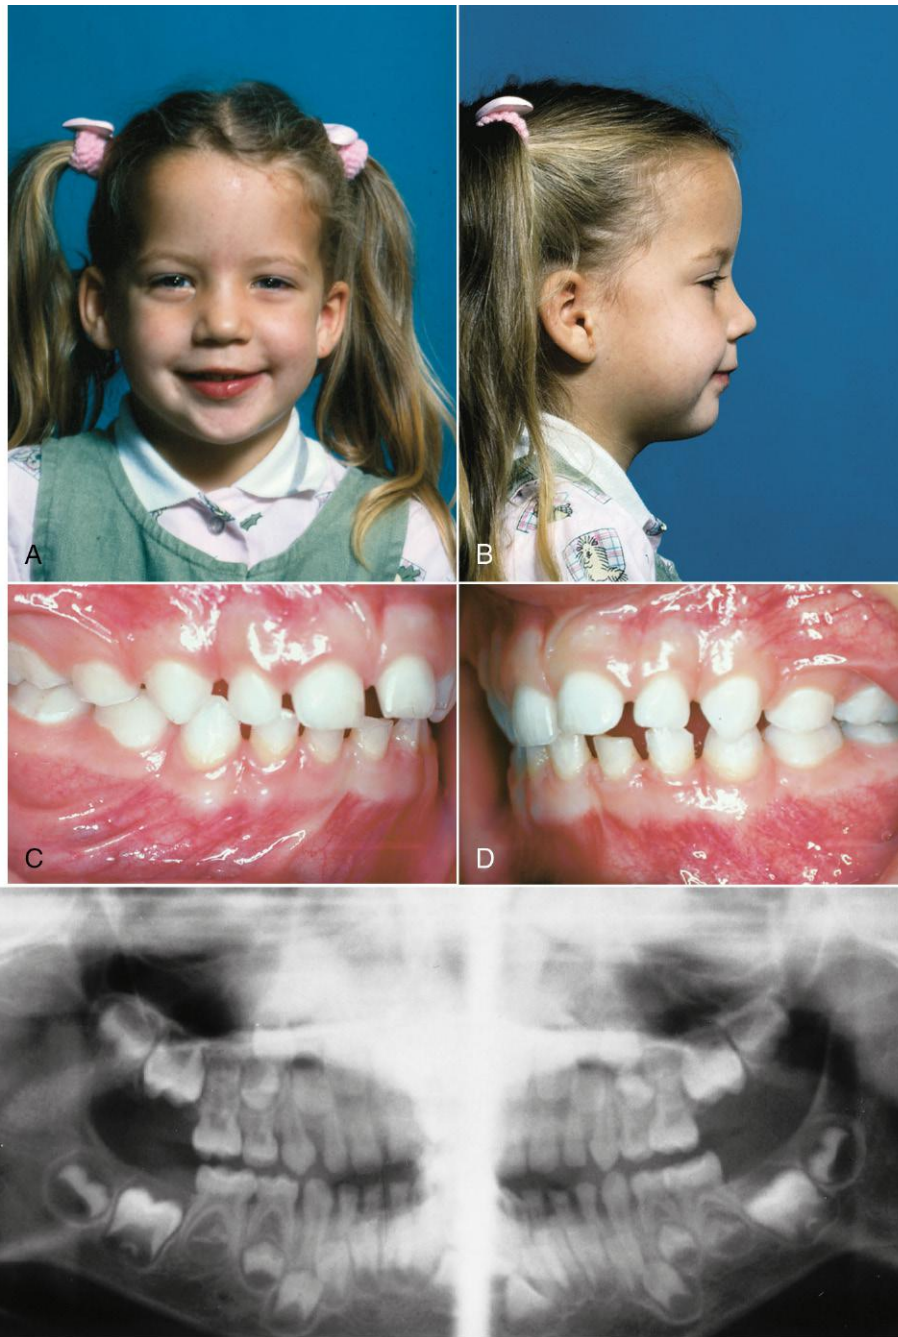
A y B. Niña de 5 años, familiar de un odontólogo que observó su asimetría facial, con el mentón desviado hacia la izquierda (lo desviaba aún más durante la apertura) que fue citada para una valoración posterior. C y D. Su oclusión bucal era normal (clase I) en el lado derecho y de clase II en el izquierdo. E. La radiografía panorámica mostraba el aspecto clásico de una fractura condilar unilateral. Se puede ver el cóndilo normal a la derecha y solo un cóndilo puntiagudo a la izquierda. La lesión se produjo casi con seguridad a los 2 años a consecuencia de una caída, pero no fue diagnosticada en su momento.
